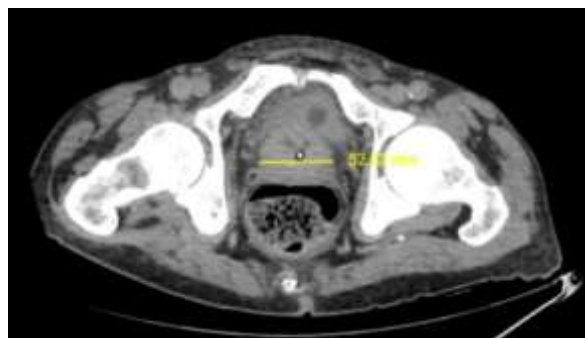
Computer tomograf abdomino-pelvin cu substanță de contrast în plan transversal
